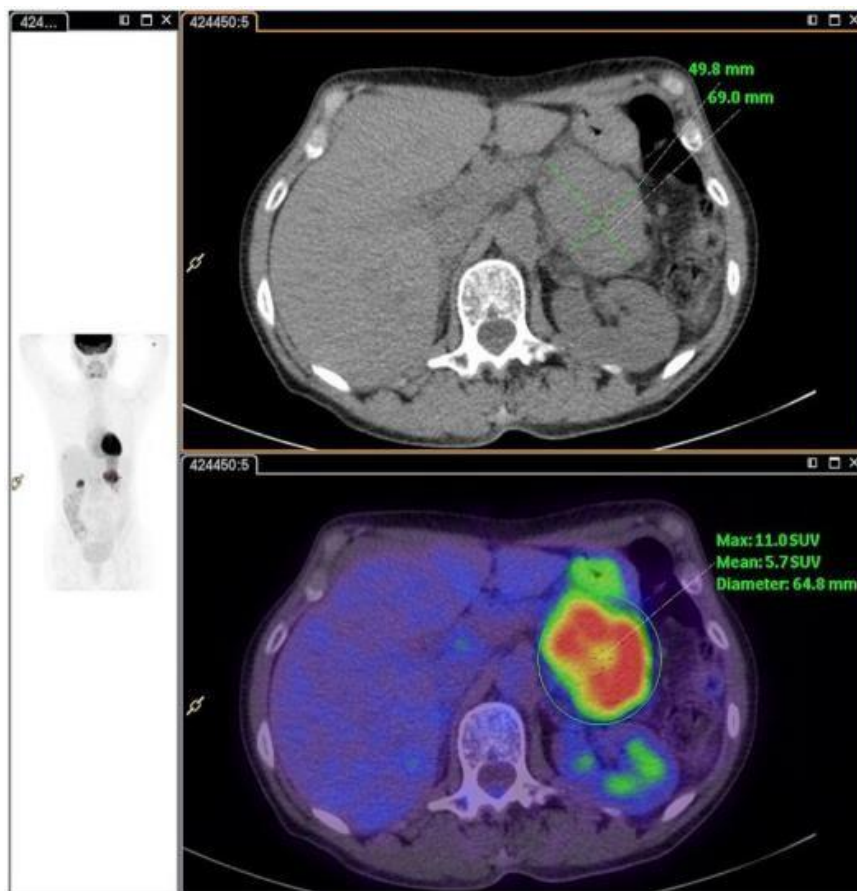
Hyperfixation de la tumeur au PET scan(105)
